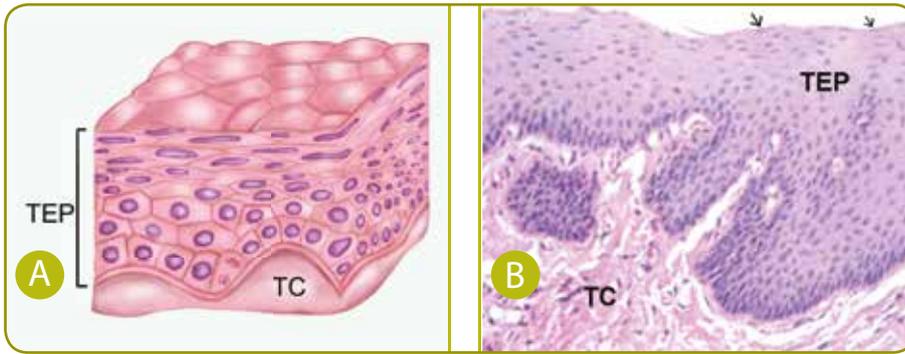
Epitélio pavimentoso estratificado: (A) Um epitélio estratificado é composto de várias camadas celulares, de forma que as camadas mais superficiais não estão em contato com o tecido conjuntivo. (Adaptado de STEVENS; LOWE, 2002, p.34). (B) Tecido Epitelial estratificado pavimentoso (TEP); tecido conjuntivo (TC). Observe as muitas camadas de células e as células nucleadas achatadas (pavimentosas) indicadas pelas setas. (Adaptado de Kierszenbaum; Tres, 2012, p.2)
